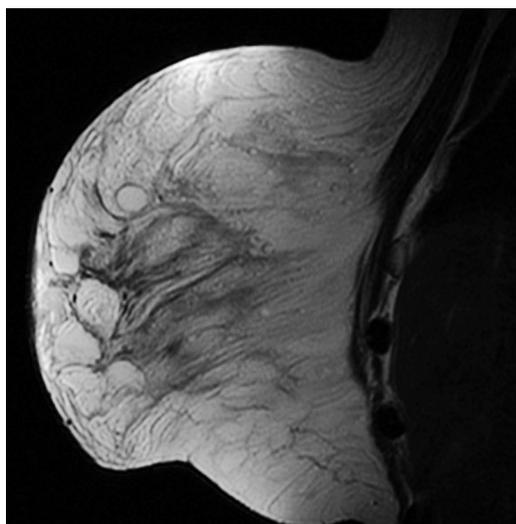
Resonancia magnética de la mama.
